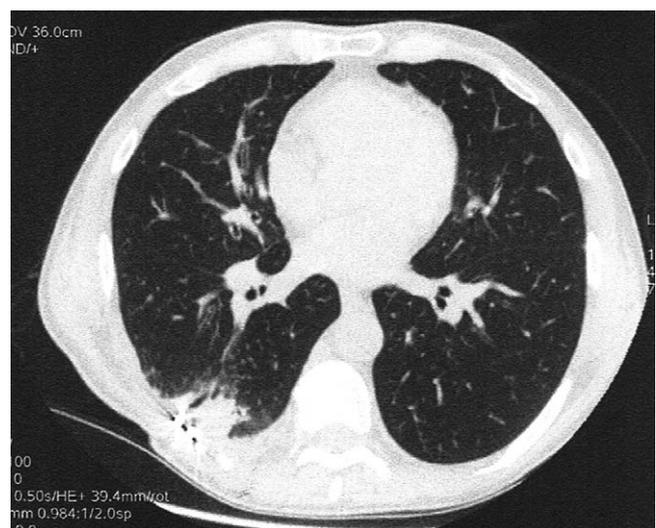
TDM thoracique en fenêtre parenchymateuse après neuf mois montrant la disparition des deux cavités avec présence d'une condensation pulmonaire au regard de l'agrafe de Judet.
